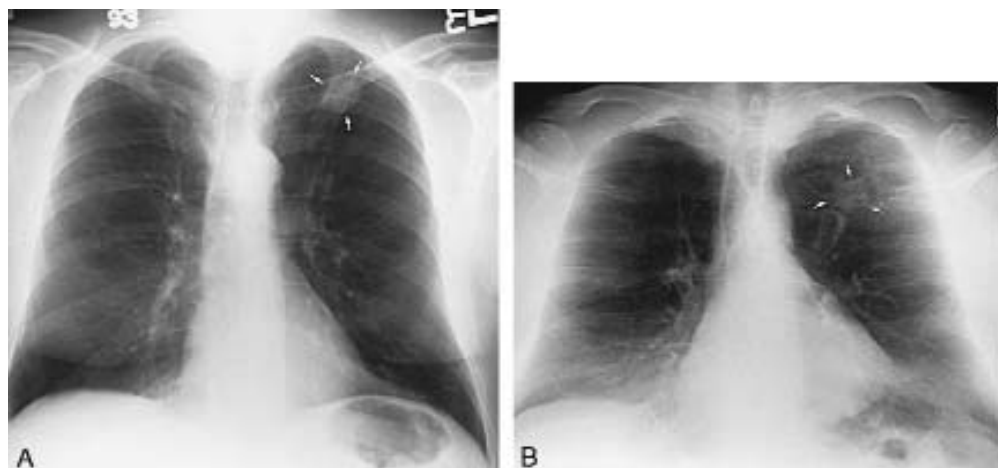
Radiografías de tórax posteroanterior (PA) y descentrada de vértices: masa apical izquierda que corresponde a un carcinoma broncogénico.
